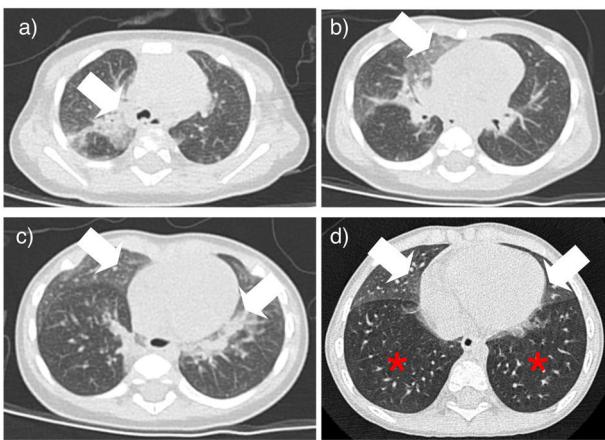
Hallazgos radiológicos típicos en la TC pulmonar: a-c) corresponden al caso 6 de la [tabla 1](#); d) corresponde al caso 3 de la [tabla 1](#). Flecha blanca: patrón vidrio deslustrado en lingula y/o lóbulo medio; Asterisco rojo: atrapamiento aéreo con inversión del cociente ventilatorio normal.
